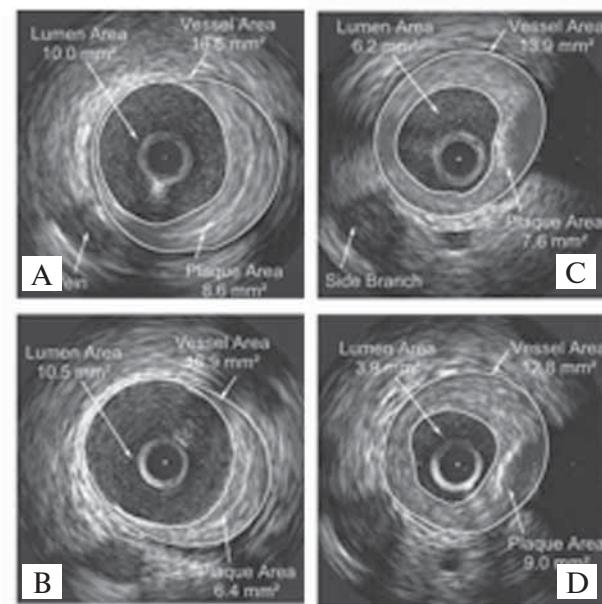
Внутрикоронарное УЗИ у больного из группы аторвастатина, фрагменты: А – исходно и В – через 6 месяцев, и группы плацебо, фрагменты: С – исходно и D – через 6 месяцев [52].
